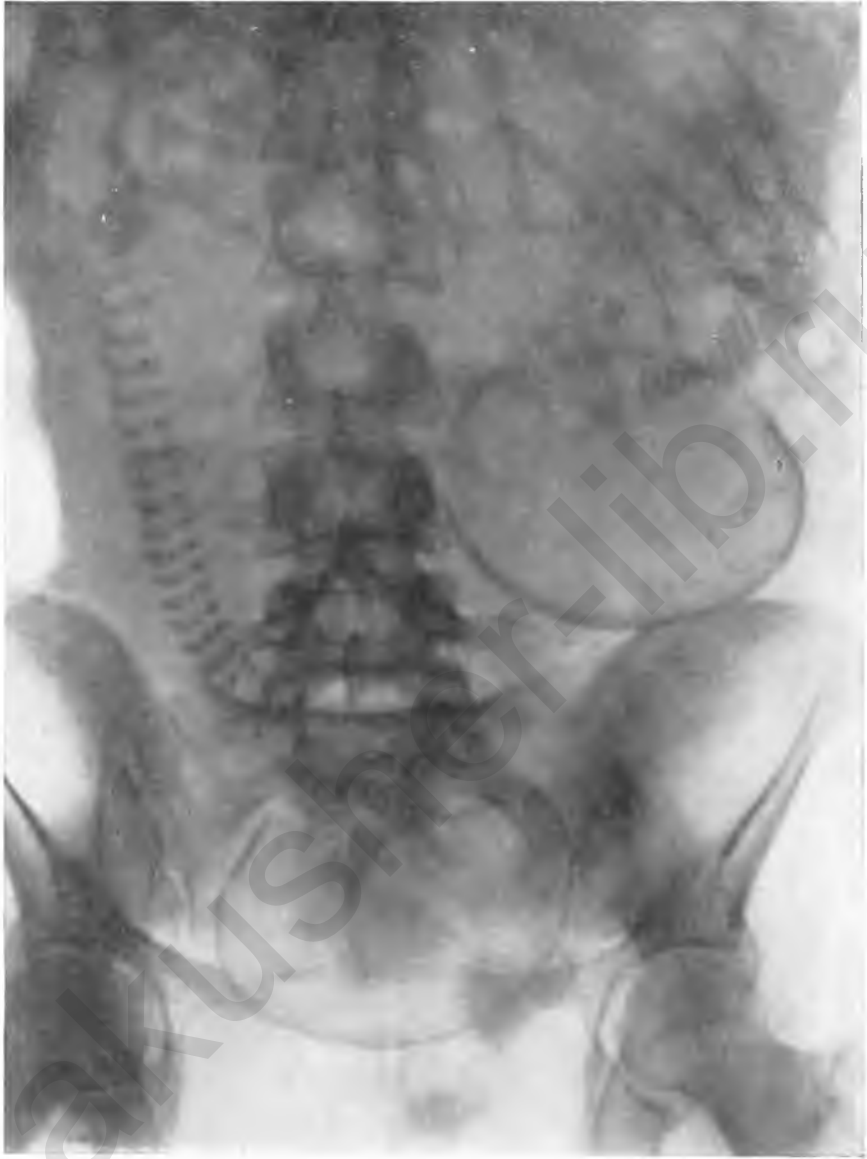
Рентгенограмма. Двойня. Оба плода в продольном головном положении.
